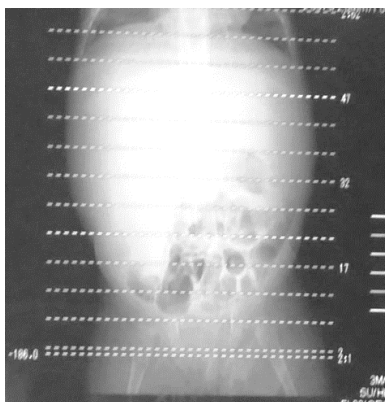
Radiografia abdominală a pacientului cu tumora lobului drept al ficatului
